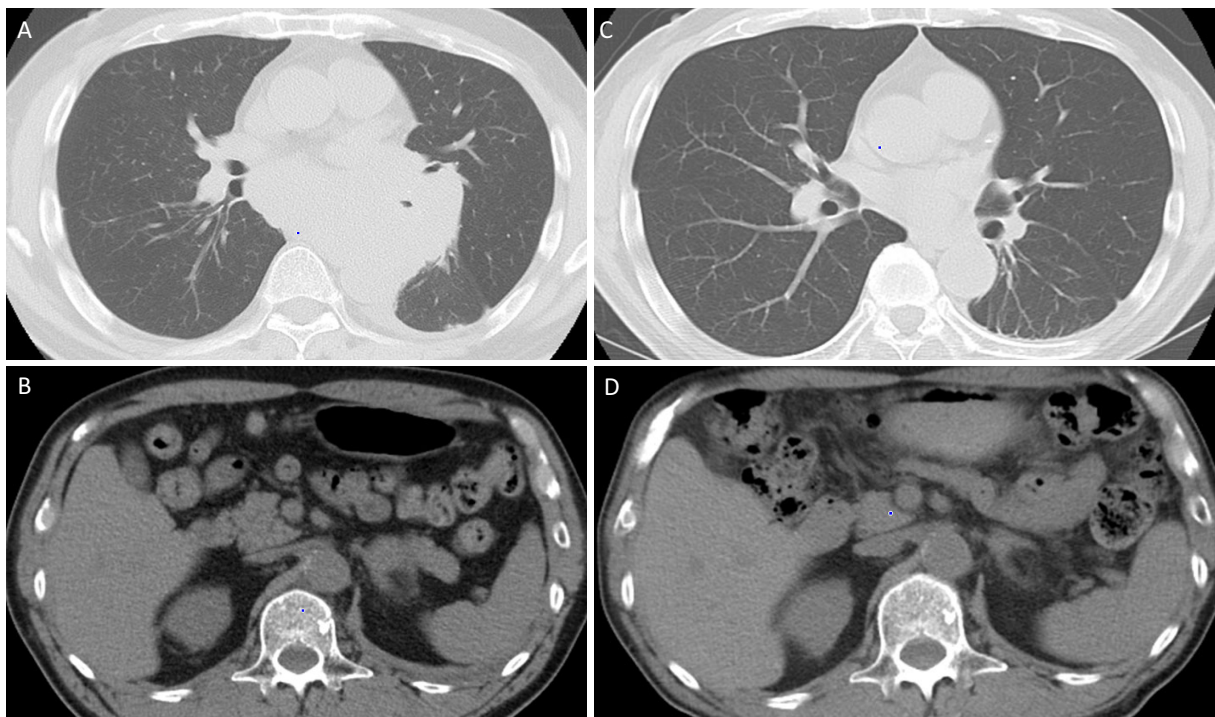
Chest computed tomography images. (A and B) At the initiation of carboplatin + etoposide + durvalumab treatment. (C and D) Three months after the initiation of the treatment.
